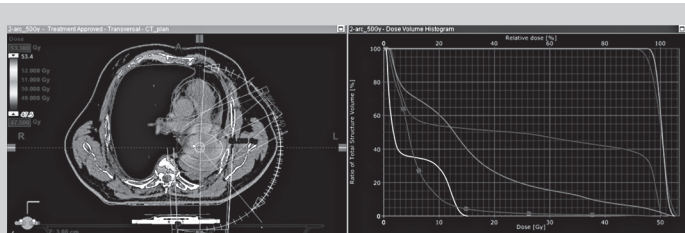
Планирование рациональной зоны облучения по результатам ПЭТ/КТ.
